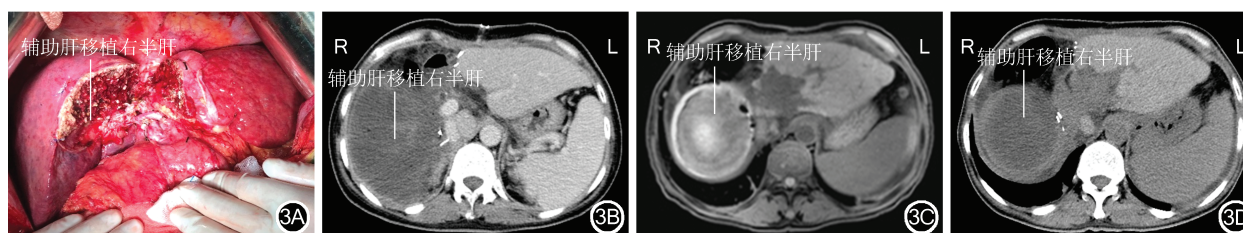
病例4肝移植术中术后肝脏影像学检查情况 3A:病例4肝移植术中右半肝辅助肝移植;3B:病例4术后1周复查CT示辅助右半肝出现门静脉右支盗血;3C:病例4术后6个月复查CT示辅助的右半肝萎缩;3D:病例4术后1年复查CT示辅助的右半肝萎缩
